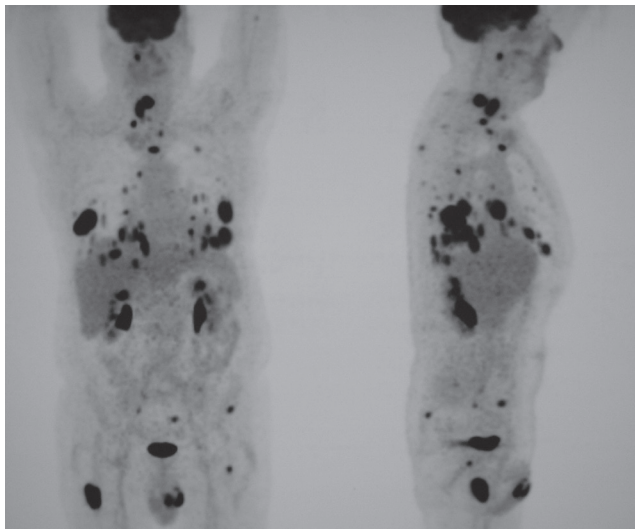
Localisations secondaires multiples ganglionnaires, pulmonaires et osseuses de cancer thyroïdien peu différencié, visualisées en scintigraphie au FDG (TEP-scan).
